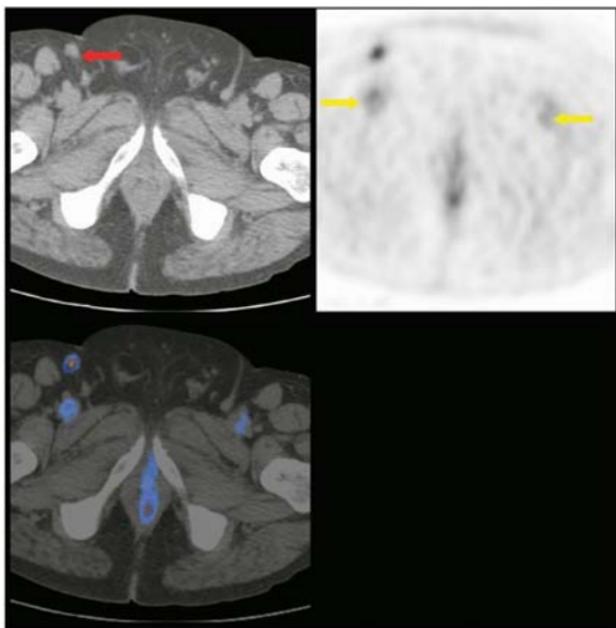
Sezione assiale che mette in evidenza una piccola recidiva ad un linfonodo inguinale destro. La freccia rossa indica il linfonodo alla TC, mentre quelle gialle sulla PET mostrano l'attività vascolare nei vasi femorali
